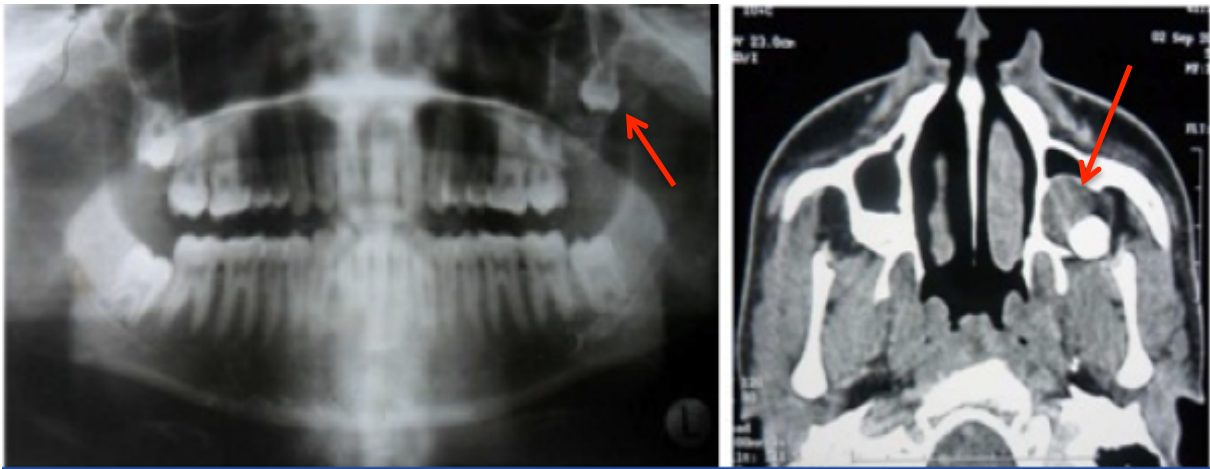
OPT montrant une troisième molaire incluse en position ectopique (flèche). CBCT objectivant une lésion hypodense corticale uniloculaire bien définie unilatérale autour d'une DDS 28. (Source : KUMAR et Al.(Kumar et al. 2016), 2016)
